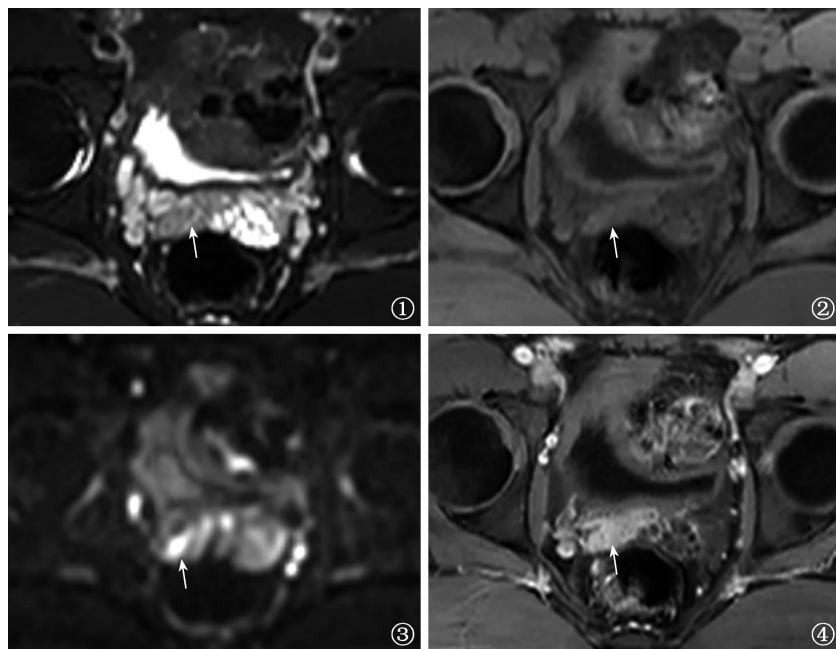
~4 患者,男,30 岁,阴囊肿痛 20 d 入院,睾丸结核、附睾结核、精囊腺结核、亚急性血行播散性肺结核和双侧大脑、小脑脑实质、脑沟内多发结核结节。图 1 为盆腔 T₂WI 压脂序列横断位,可见右侧精囊腺缩小,正常精囊腺多房样高信号影消失,右侧精囊腺呈低信号(白箭);图 2 为盆腔 T₁WI 压脂序列横断位,可见右侧精囊腺缩小,呈等信号(白箭);图 3 为盆腔 DWI(B=800 s/mm²)横断位,可见右侧精囊腺内不规则高信号影(白箭),表观扩散系数呈低信号,提示弥散受限;图 4 为盆腔 T₁WI 压脂序列增强扫描横断位,可见右侧精囊腺明显强化(白箭)
